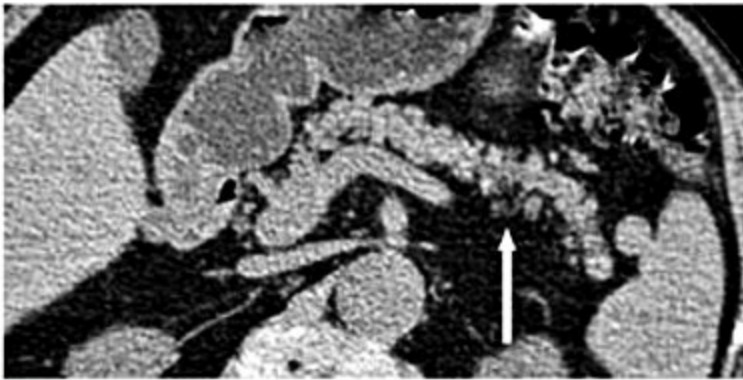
Tomografia computadorizada. Notar o aspecto lipossustituído do parênquima pancreático.
